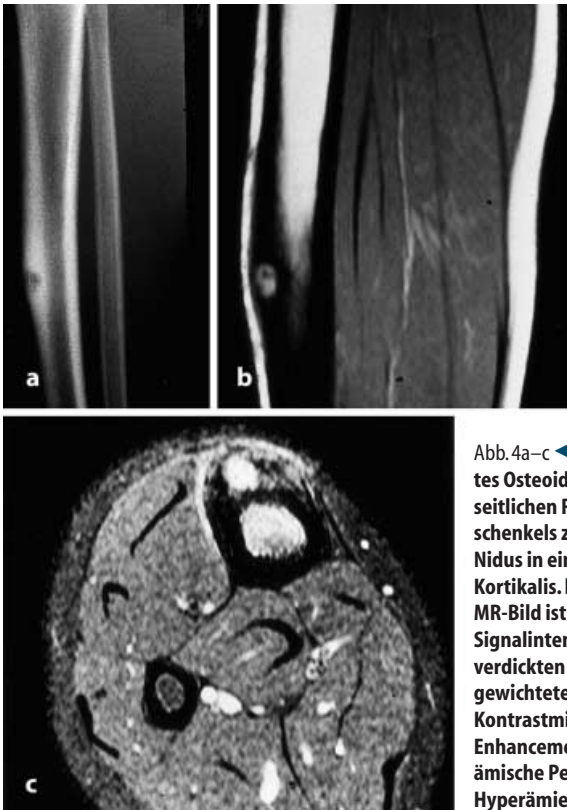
c ◀ Kortikal im Tibiaschaft lokalisiertes Osteoidosteom. a Der Ausschnitt aus der seitlichen Röntgenaufnahme des Unterschenkels zeigt die rundliche Osteolyse des Nidus in einer spindelförmig verdickten Kortikalis. b Im T1-gewichteten sagittalen MR-Bild ist der Nidus sehr gut mit höherer Signalintensität in der signalarmen, verdickten Kortikalis abgrenzbar. c Das T1-gewichtete, fettsupprimierte Bild nach Kontrastmittelgabe zeigt das deutliche Enhancement des Nidus, eine deutlich hyperämische Periostreaktion und eine reaktive Hyperämie des tibialen Markraums
